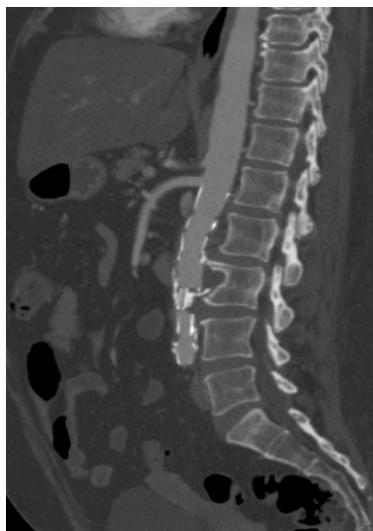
Postoperative sagittal angiotomography showing endoprostheses within the aneurysm sac, excluding it, with no evidence of endoleaks.
